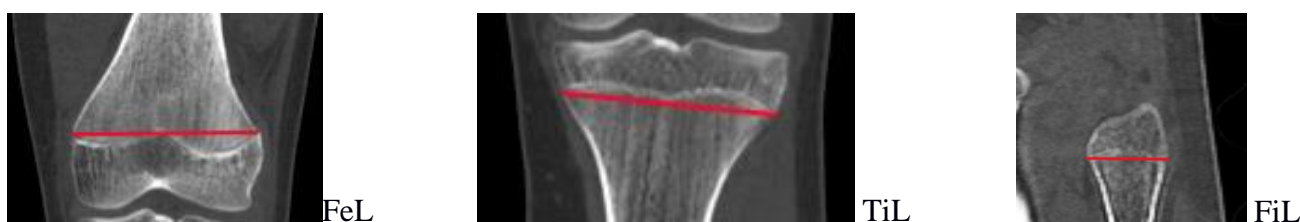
КТ коленного сустава, фронтальная проекция: разметка выполняемых измерений – общей длины метаэпифизарной линии (FeL, TiL, FiL)
